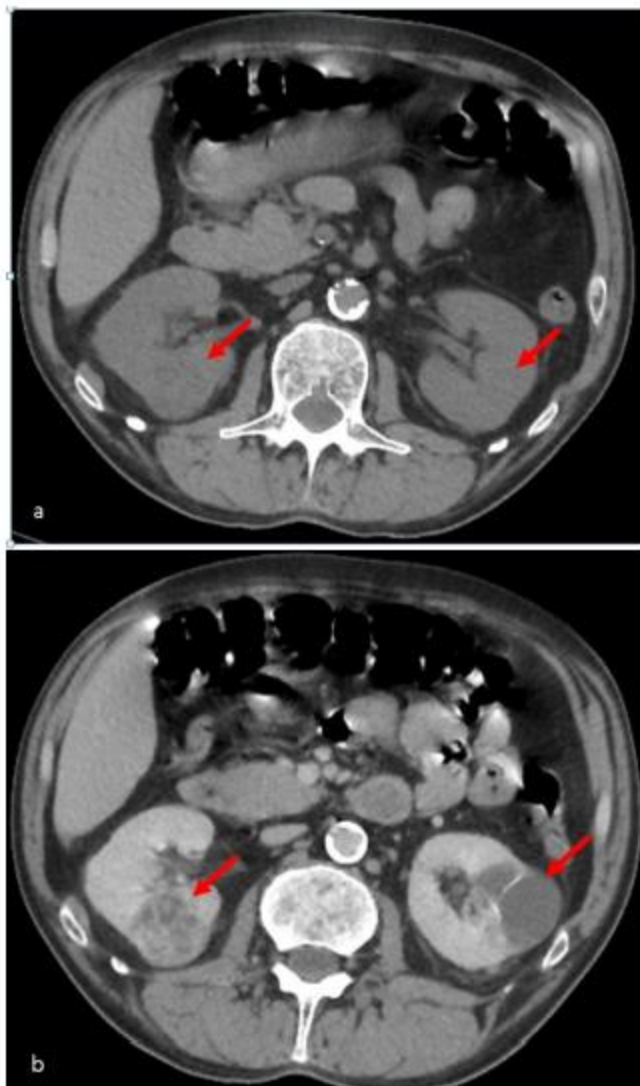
CT scan (a: native and b: with contrast administration) highlights: heterogeneous exophytic nodular lesion in the lower zone of the right kidney with increased number of thick septa with enhancement. (Bosniak IV) and a nodular lesion in the lower zone of the left kidney measuring 2,3/2,7cm, with 2 thin septa with minimal enhancement (Bosniak II)
